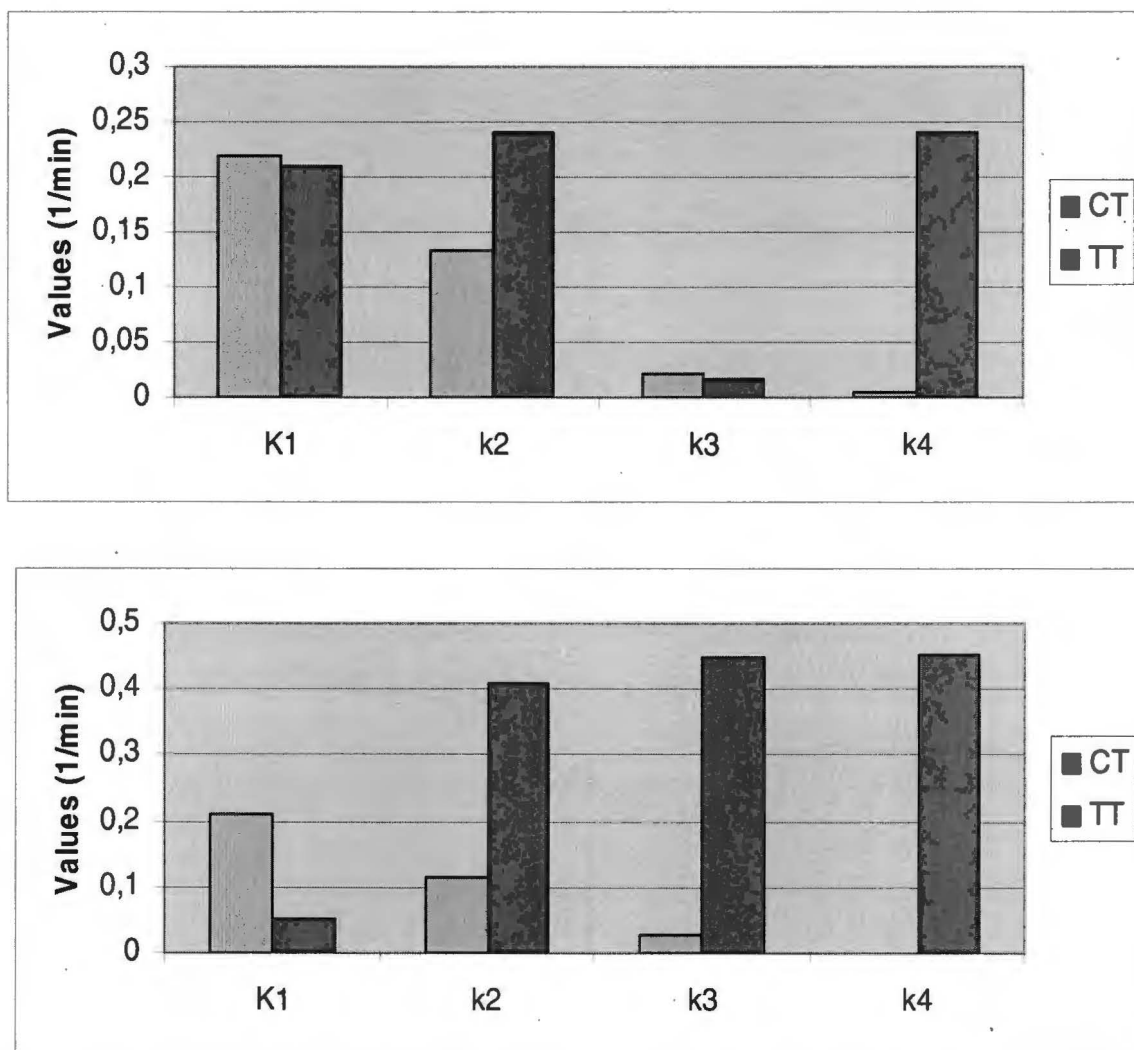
Rate constants k_1 - k_4 in control and treated tumors with AlPcS₄ (top) (average $w_1=0.53$) and ZnPcS₂ (bottom) (average $w_1=0.58$). CT and TT are control and treated tumors.
